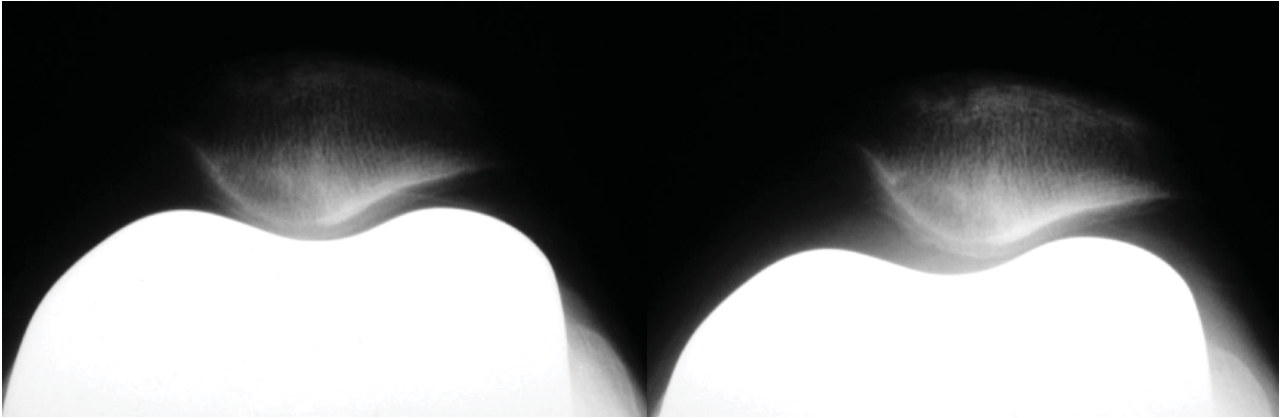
Пациент Ю., II группа. Прогресс латерализации надколенника. Слева – рентгенограмма в осевой проекции после операции, справа – рентгенограмма в осевой проекции через 2 года после операции.
